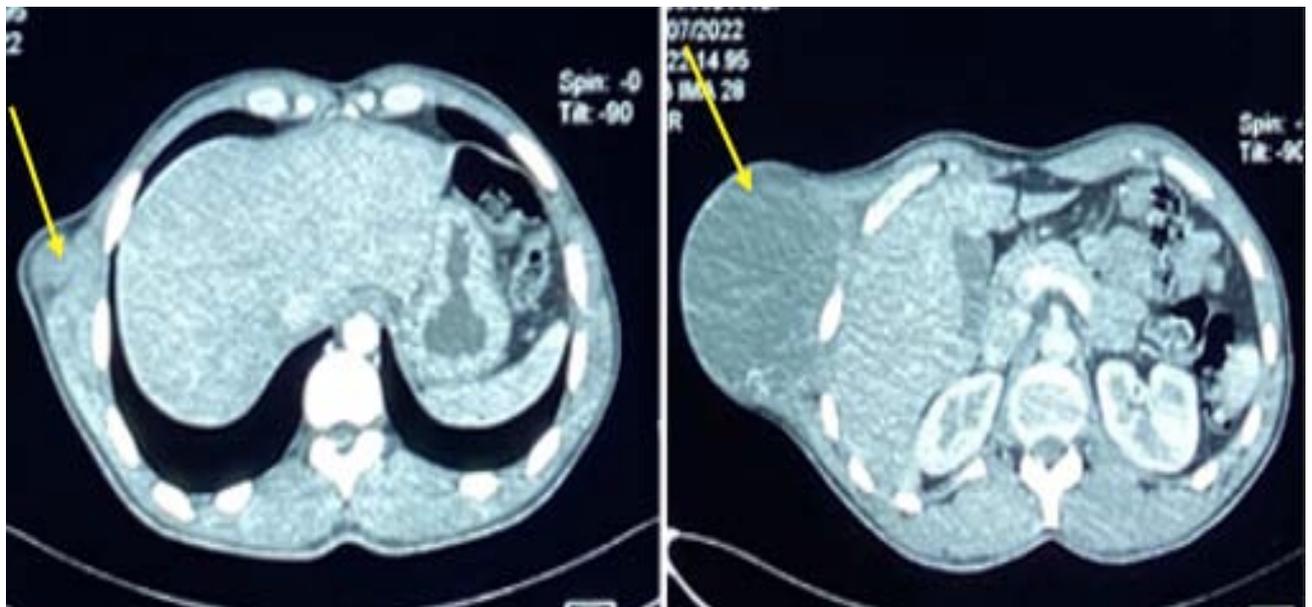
TDM thoraco-abdominale (le 25/07/2022)
